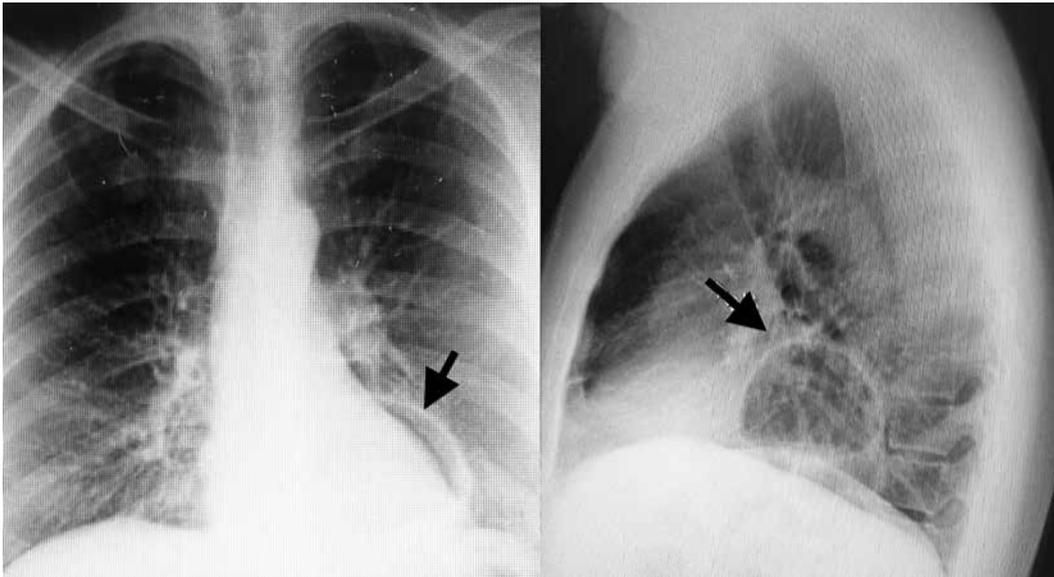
Radiografía de tórax (flechas negras, burbuja gástrica torácica).
